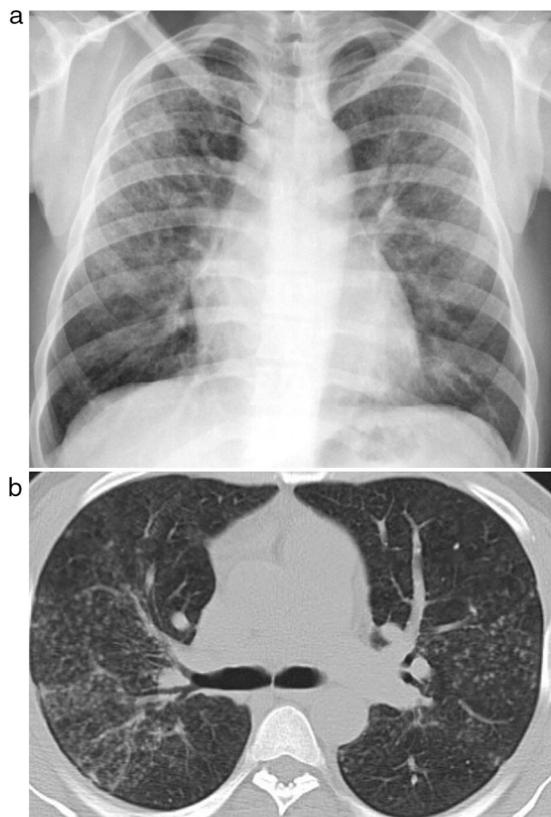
Radiografía de tórax (A) y TCAR (B) de tórax de un trabajador de 33 años donde se observa patrón intersticial difuso de predominio micronodular acompañado de amplias áreas de vidrio deslustrado.
